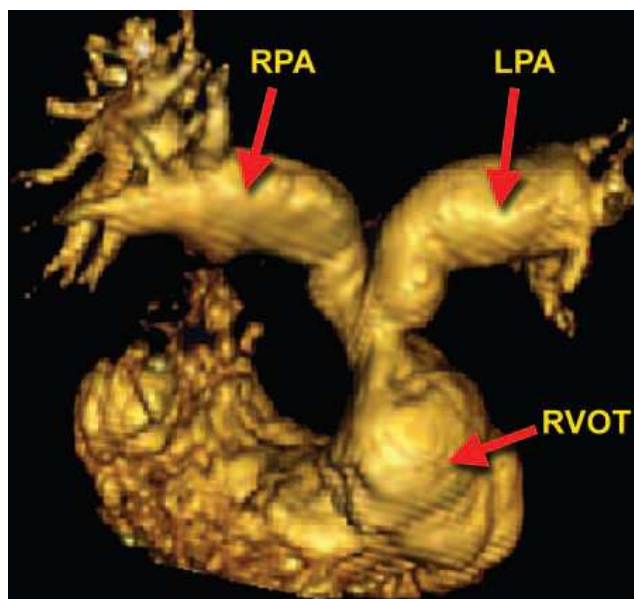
МСКТ АГ – трехмерная модель ВОПЖ и бифуркации легочной артерии.
